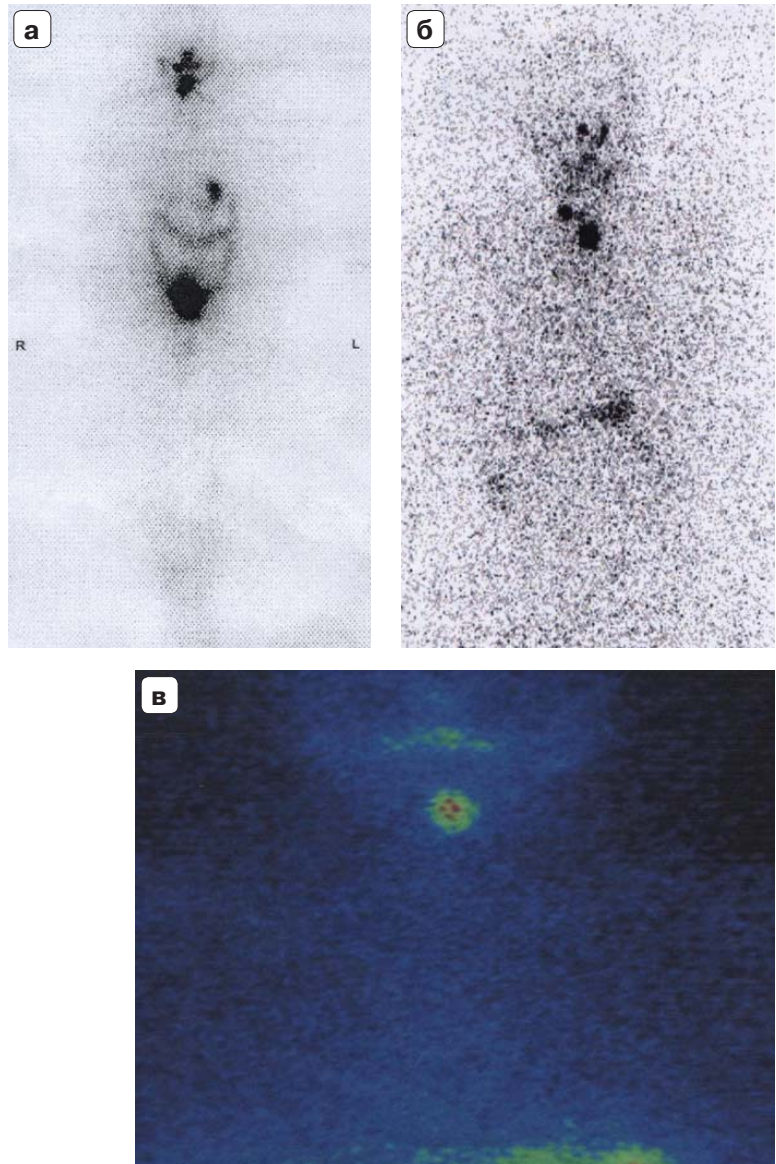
Сцинтиграфия всего тела (а, б) и ЩЖ (в) ^{123}I и ^{99m}Tc -пертехнетатом с накоплением радиофармпрепарата в области операции.
